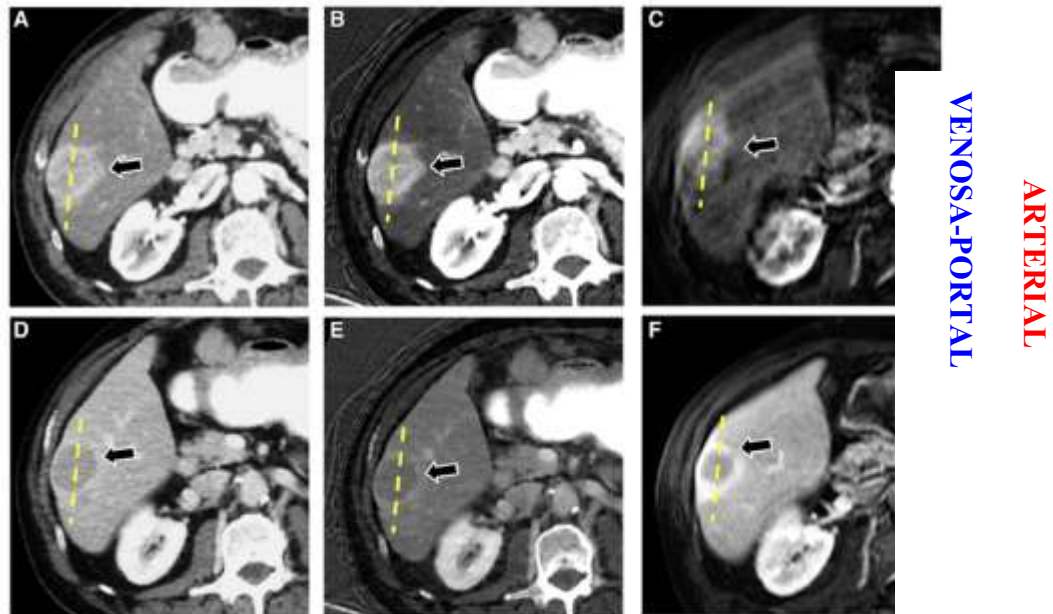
Imágenes axiales de TC y RM obtenidas de un paciente masculino de 72 años con carcinoma hepatocelular (CHC) en el segmento VI. A-C Fase arterial. D-F Fase venosa portal. A, D Imagen de TC monoenergética (escalada a 65 keV). B, E Imagen cuantitativa de la densidad del material de yodo. C, F Imagen de RM correspondiente. Estos resultados demuestran, en particular, un mayor contraste entre el CHC y el hígado no tumoral y, por lo tanto, una mejor visualización de la alta captación del agente de contraste de yodo en las imágenes de fase arterial y del lavado en las imágenes de fase venosa portal en las imágenes de concentración de yodo (B, E). Las líneas discontinuas amarillas indican las regiones a través de las cuales se extrajo el perfil de la imagen. Extraída del estudio: "Iodine material density images in Dual-energy CT: quantification of contrast uptake and washout in HCC" perteneciente a los autores D. Pfeiffer et al(17).
